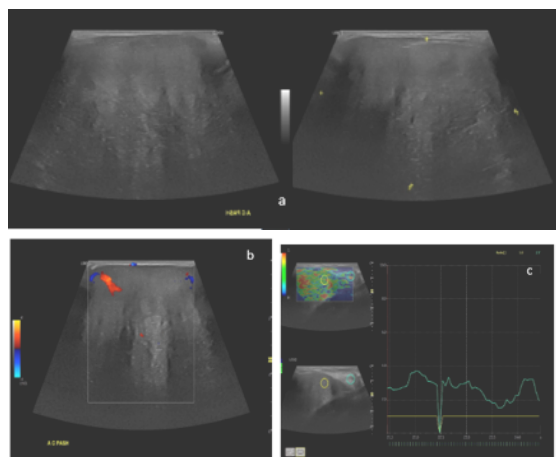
Echographie montrant une masse d'échostructure hypoéchogène, de forme grossièrement lobulée, aux contours circonscrits par endroits indistincts en d'autres endroits, siège de fins spots échogènes, un grand axe oblique par rapport au plan cutané (Figure 2a), de consistance intermédiaire à l'élastographie (Figure 2b), présentant une vascularisation mixte au doppler couleur (Figure 2c).
